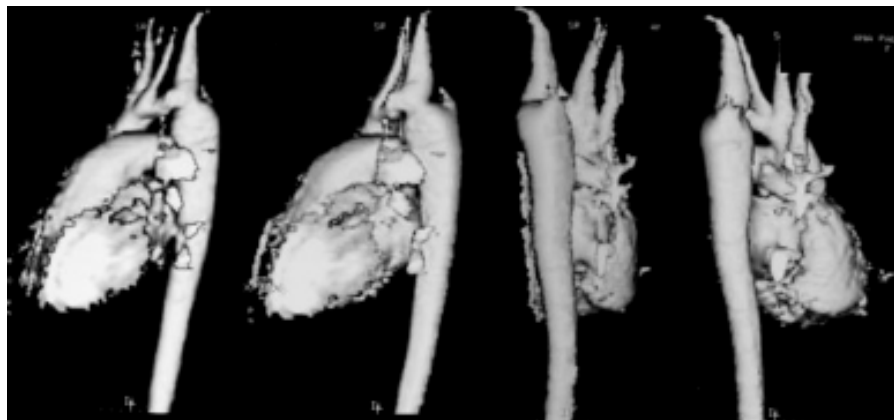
Angiorressonância nuclear magnética em paciente de 30 anos de idade portador de coarctação da aorta. Observam-se com nitidez a área de coarctação e acentuada dilatação pós-estenótica.
